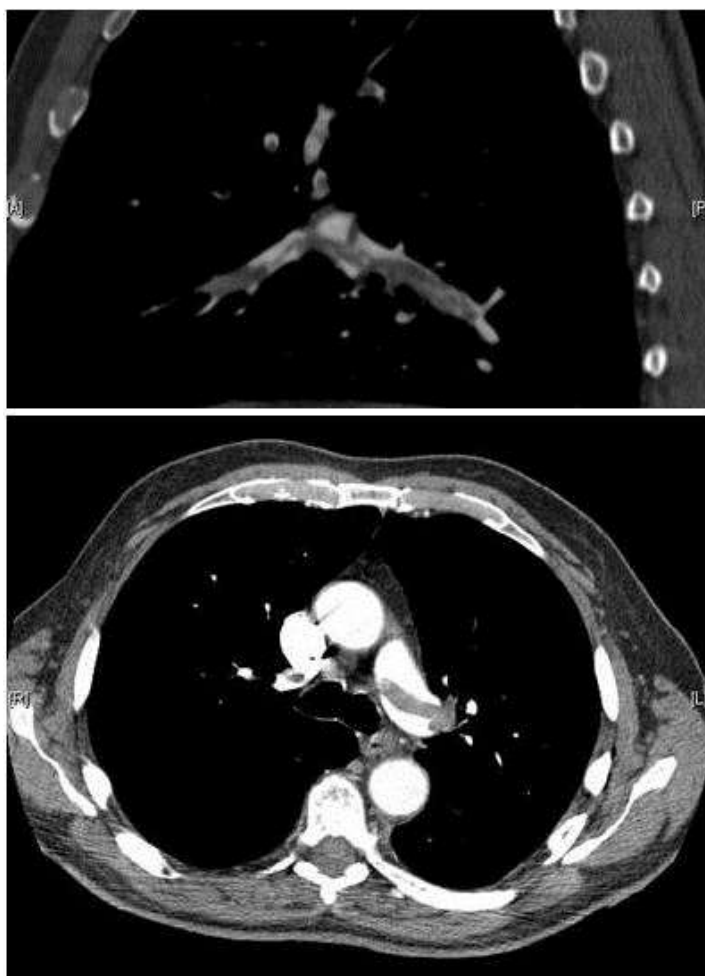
Спіральна КТ високої роздільної здатності – сідлоподібні емболи з подовженими тромбами в дольових гілках обох головних легеневих артерій
